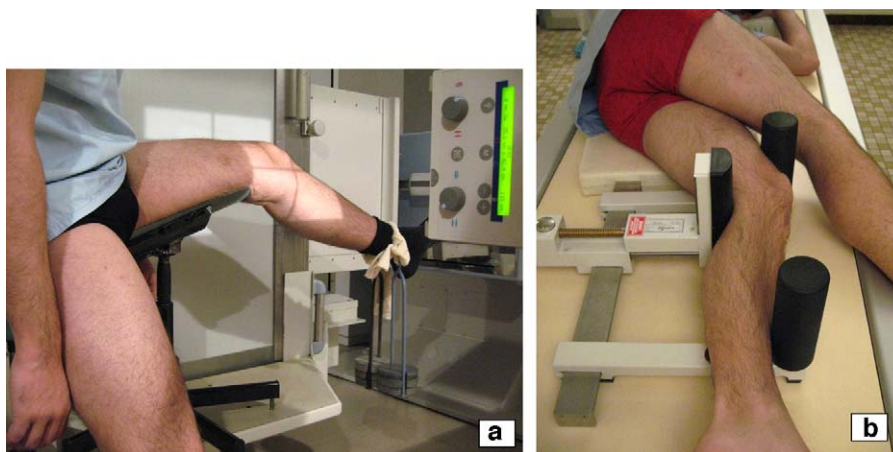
a : les clichés selon Franklin et al. [10]. Le tiroir antérieur du tibia est produit par la contraction du quadriceps (extension de la jambe sur la cuisse, la cheville lestée de 7 kg), amenant le genou à 20° de flexion ; b : le Telos® est un appareil s'utilisant sur une table radiographique standard et reproduisant le test de Lachman en position « tenue ».
